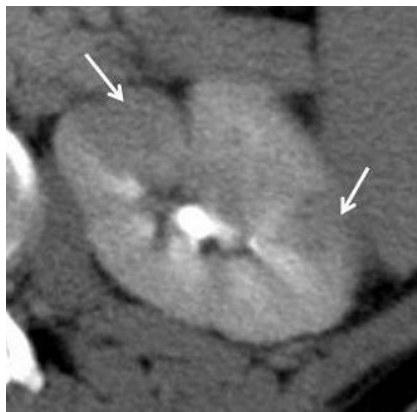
Acute pyelonephritis. Contrast-enhanced axial CT (excretory phase) shows several wedged-shape areas of decreased enhancement consistent with a striated nephrogram (arrows).
